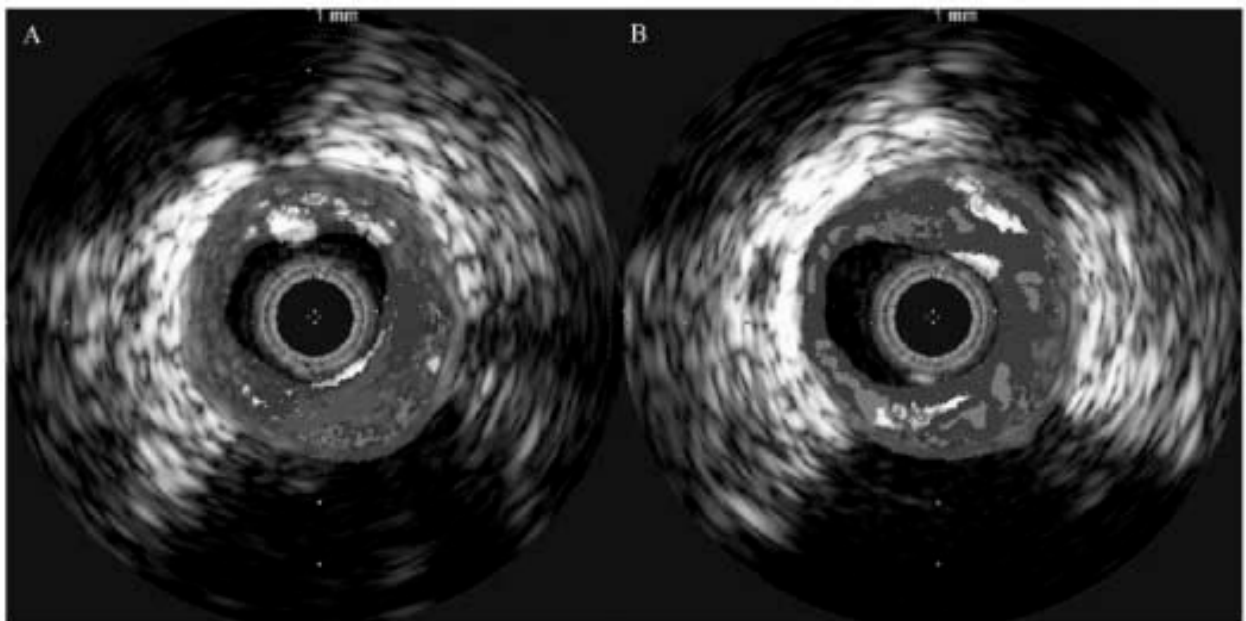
Échographie intravasculaire (IVUS) de deux plaques différentes.
